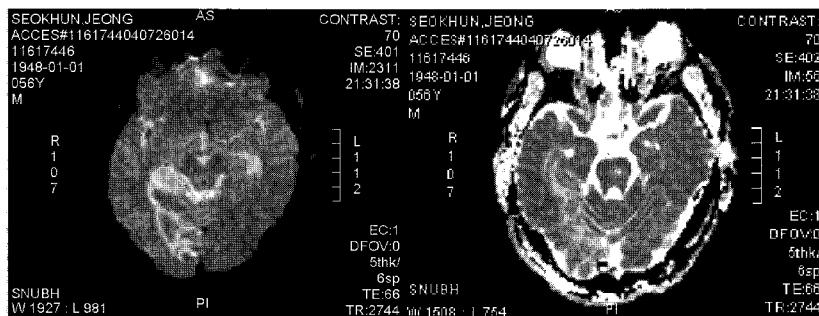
Brain MRI shows large subacute infarct in Rt. PCA territory. (2004. 7. 26.)
